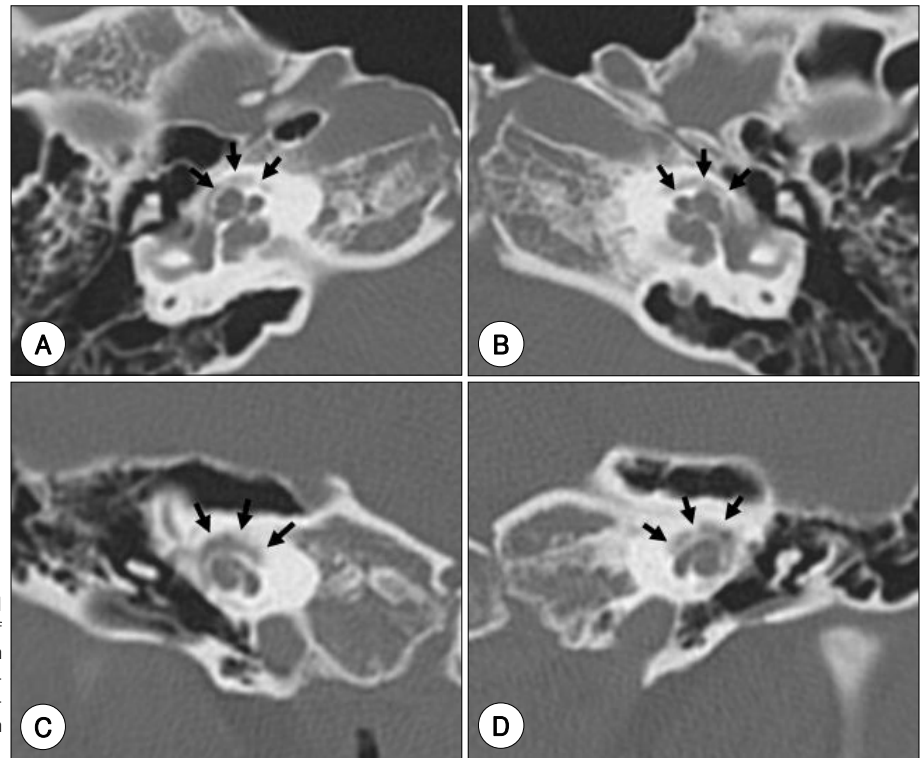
Axial (A), (B) and coronal (C), (D) unenhanced CT scans of the temporal bone show that both otic capsules are remarkably thickened and undermineralized in bilateral and symmetric fashion with dysplastic bones (arrows).
